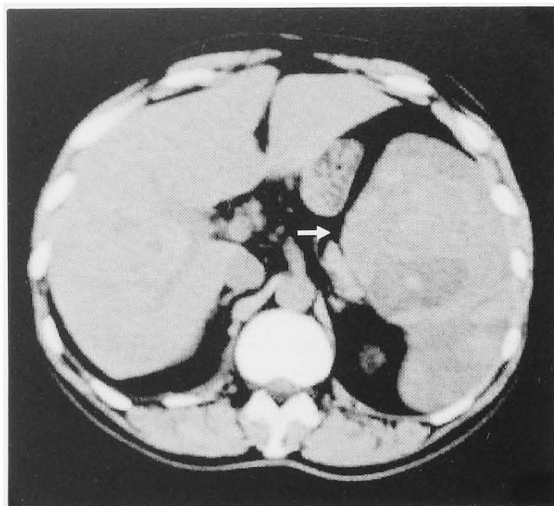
CT revealed a splenomegaly (arrow).
